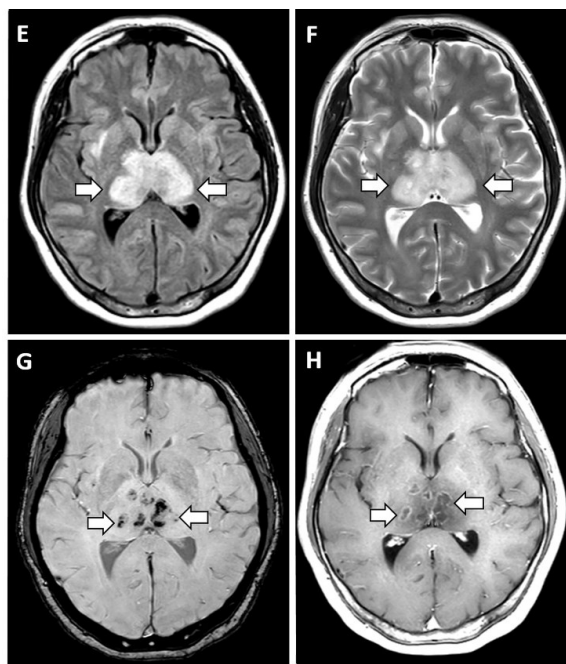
МРТ- изображения демонстрируют 2-сторонние гиперинтенсивные очаги T2 FLAIR в височных долях и таламусе с признаками кровоизлияния [22].
